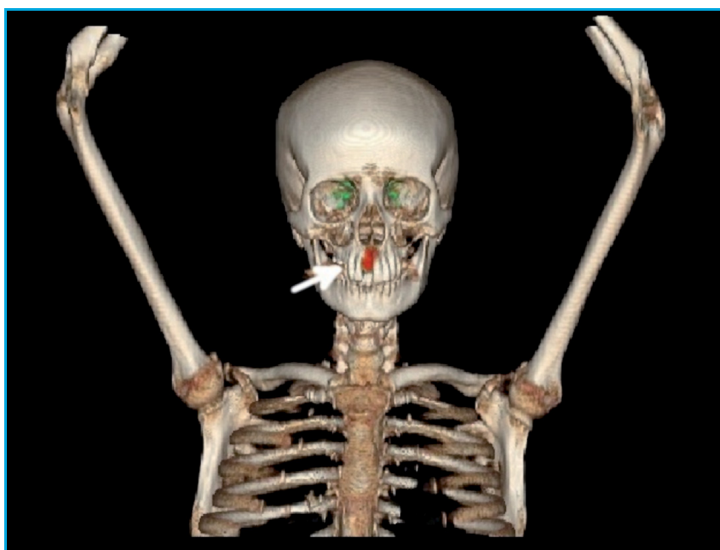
Estudio [18F]FDG PET/TC en el que se observa una lesión hipermetabólica solitaria en el área gingival del maxilar superior (SUV_{máx} 27), que se corresponde en la imagen morfológica con una lesión exofítica localizada sobre la exodoncia de la pieza dentaria 11 en el MIP (proyección de intensidad máxima) (Figura 1A, flecha), corte axial (Figura 1B, flecha) y corte sagital (Figura 1C, flecha)
